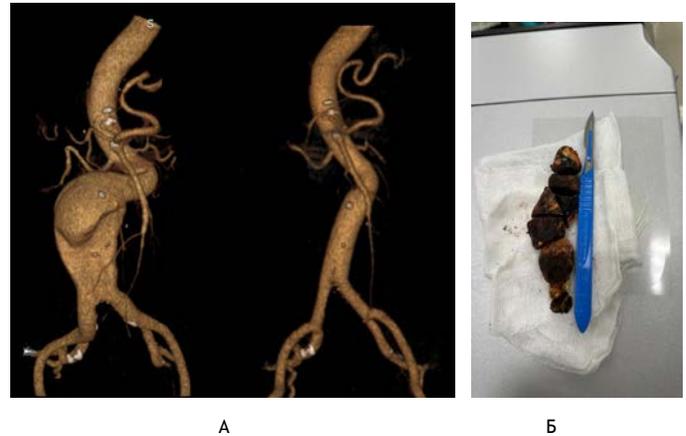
А - МСКТ-АГ до и после оперативного лечения.
